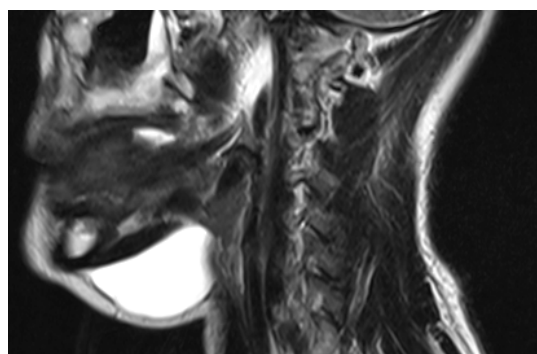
Corte sagital. Resonancia magnética
